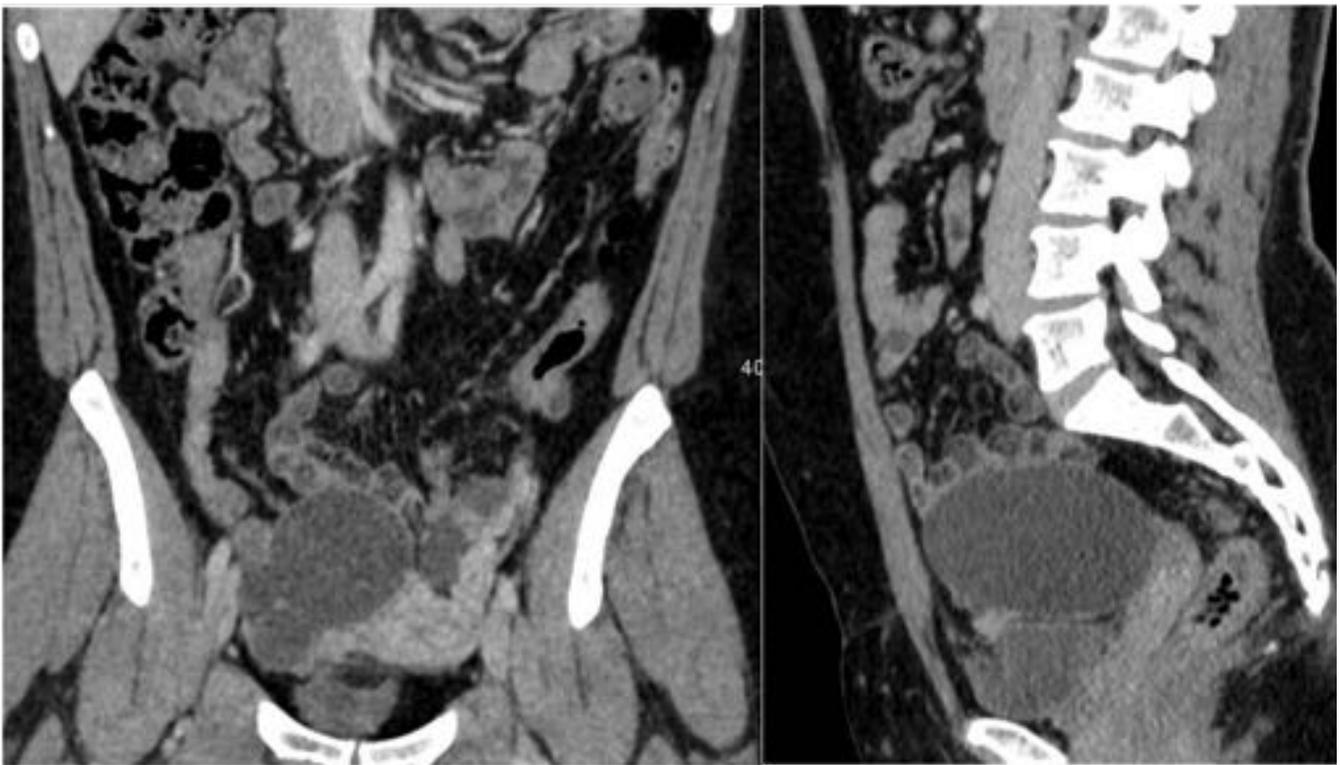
TC abdominal axial y reconstrucción sagital. Quiste de inclusión peritoneal en paciente con antecedente de EPI.
